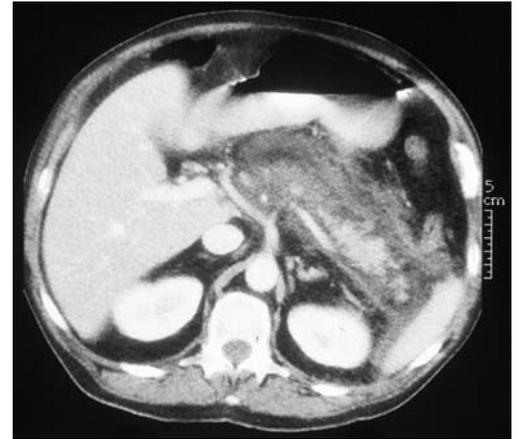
TC con contraste. Necrosis pancreática parcial.
